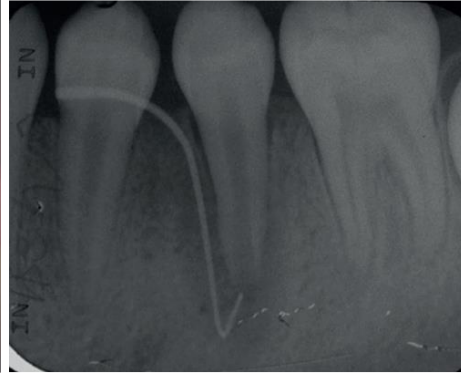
Radiografía periapical mostrando una fistulografía realizada con gutapercha para conocer el origen exacto del absceso.
